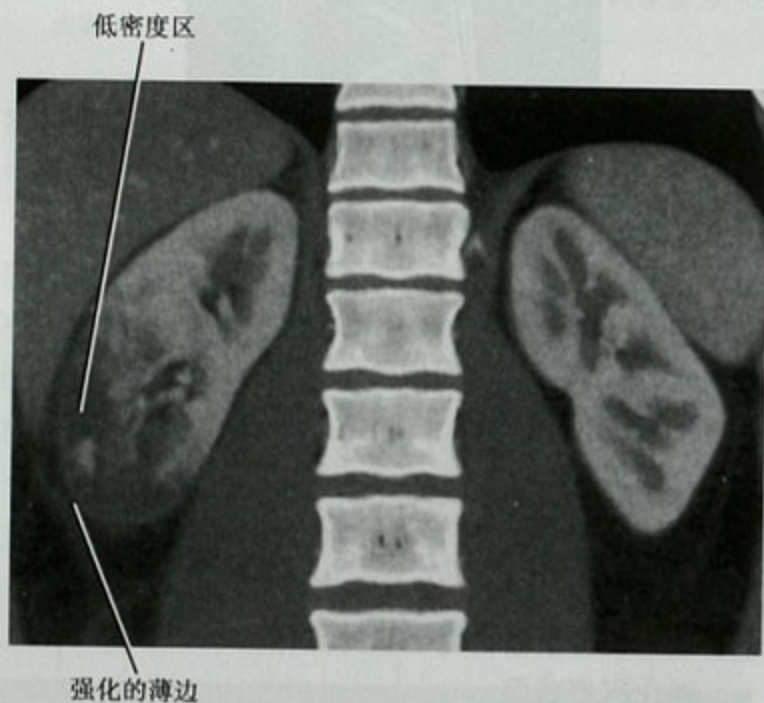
增强 CT 冠状位重建图像,右腰背严重疼痛患者,显示右肾下极强化减弱区,考虑梗死,注意环绕梗死区周围的强化边缘
